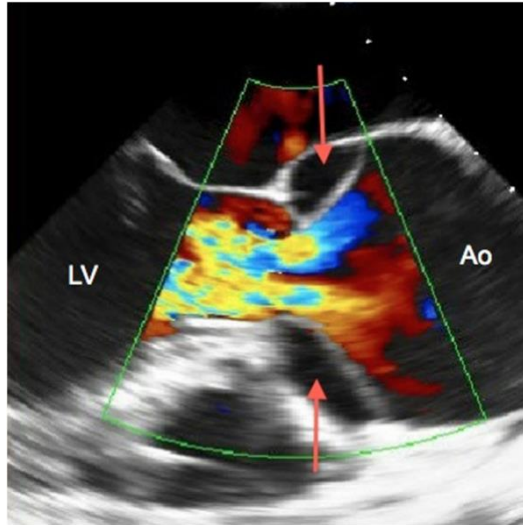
Doppler-Echokardiographisches Bild einer Aortendissektion mit schwerer Aortenklappeninsuffizienz. LV=linker Ventrikel, Ao=Aorta. Die Pfeile markieren den Eingang des falschen Lumens (9).
